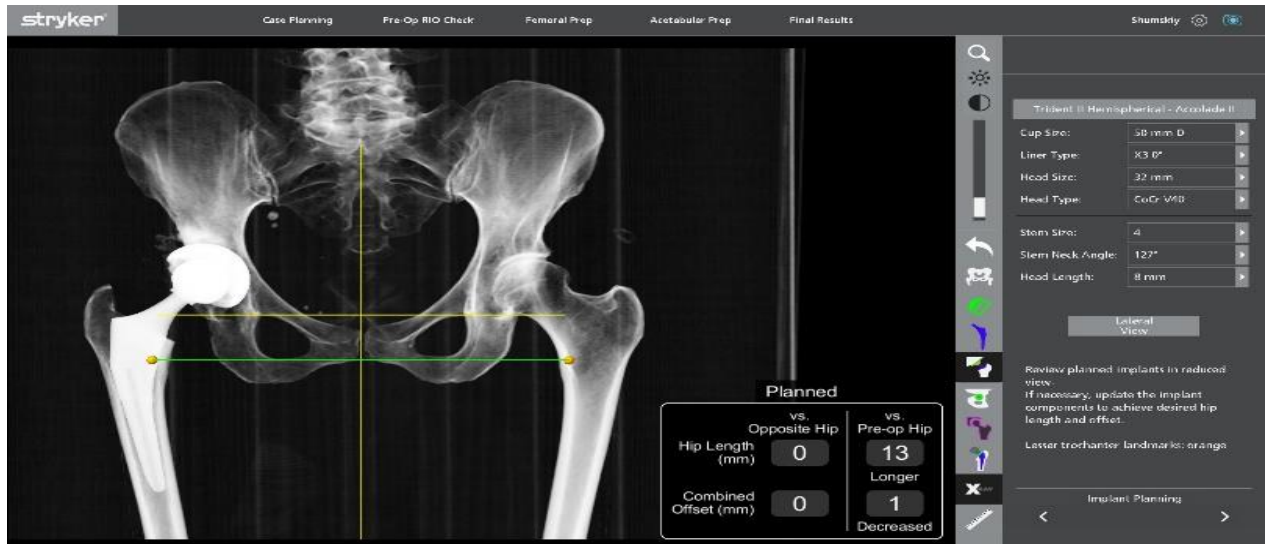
Вид запланированного имплантата на послеоперационных рентгеновских снимках
